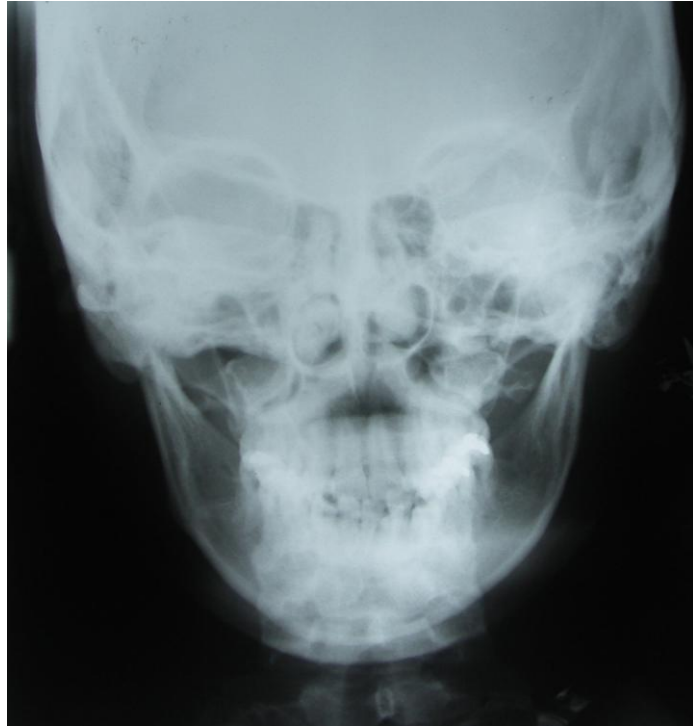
Radiografía Postero-Anterior inicial. Abril 2005
